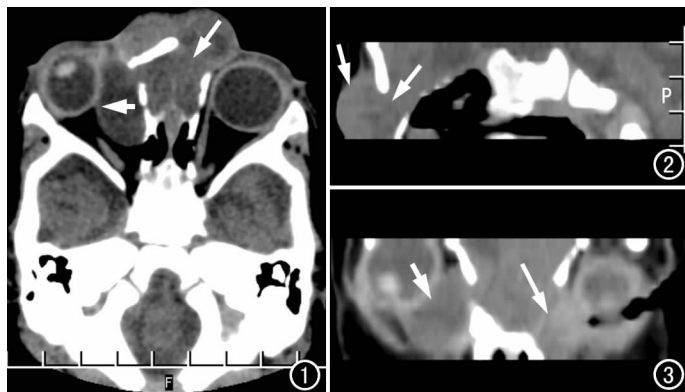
轴面 CT 扫描示左侧鼻骨缺如(箭),其前方见软组织肿物,内夹杂低密度影,右侧眼眶内见椭圆形低密度影,内直肌明显移位(短箭)。
